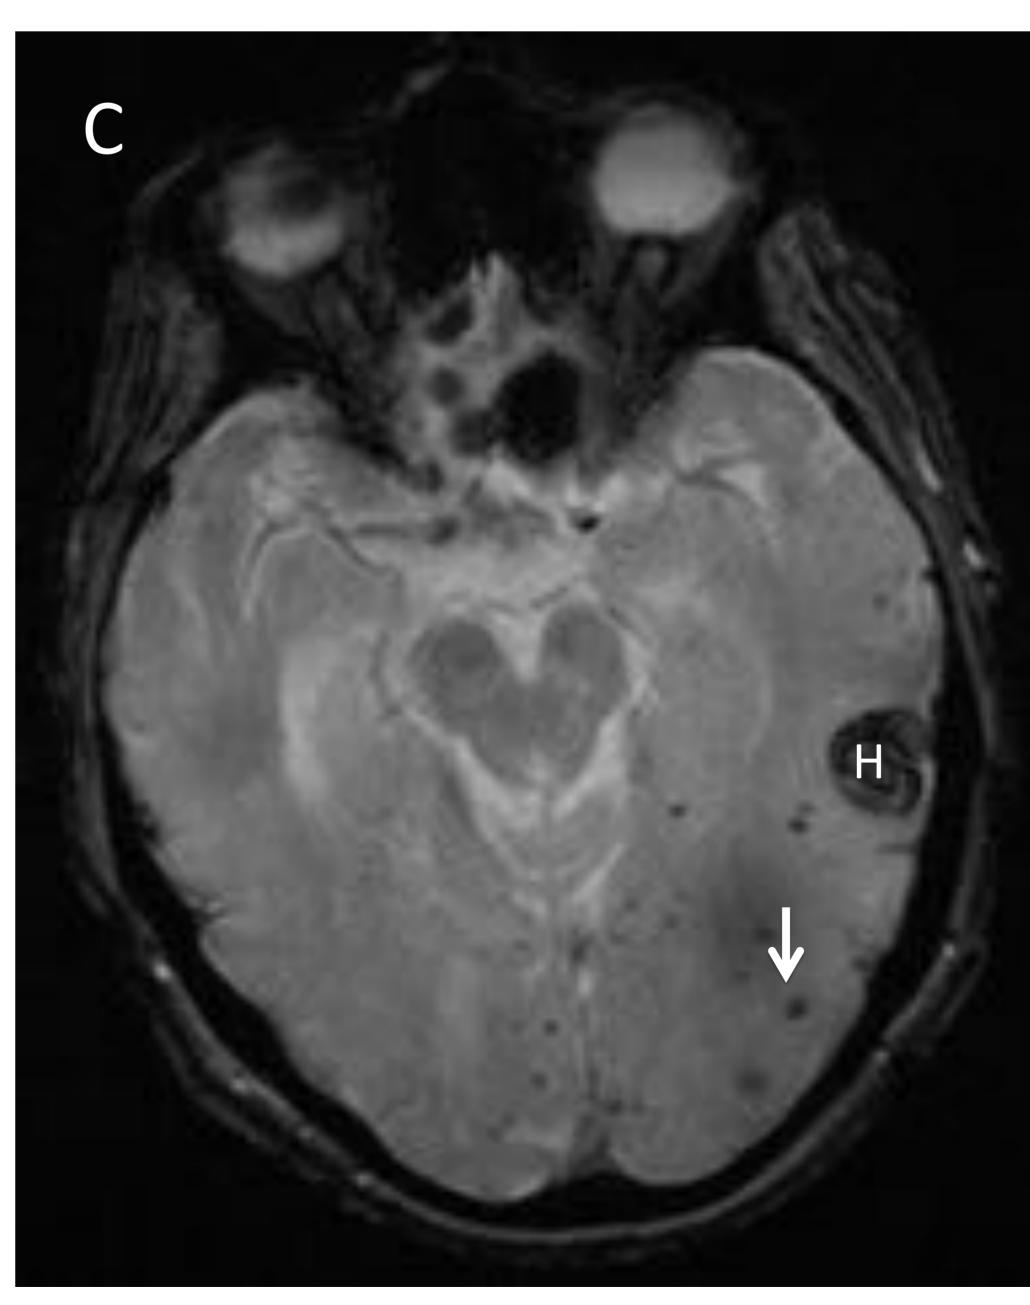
A) CT de paciente anciano que presenta un hematoma agudo lobar parietotemporal izquierdo con edema perilesional. Asocia HSA. Hallazgos sugestivos de angiopatía amiloide. B) Corte axial de RM T2 eco de gradiente de otro paciente con hematoma lobar parietal izquierdo (H) muestra múltiples microhemorragias cortico-subcorticales en ambos hemisferios cerebrales. B) Corte más inferior del mismo paciente muestra un segundo hematoma localizado en lóbulo temporal izquierdo (H) así como microhemorragias multifocales. Esta distribución periférica de las microhemorragias es típica de la angiopatia amiloide cerebral.
